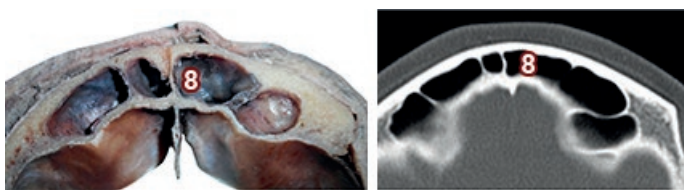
Corte y TC axial de cabeza a la altura del Seno Frontal. 8) Seno Frontal
